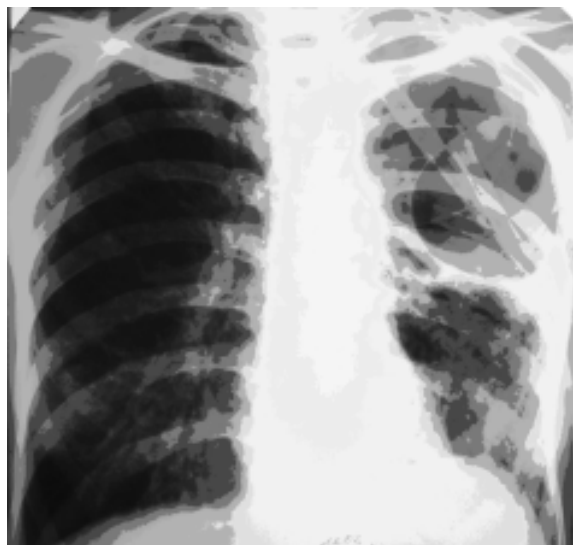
Рентгенограмма грудной клетки больной после наложения катетера для управляемого селективного коллапса легкого
